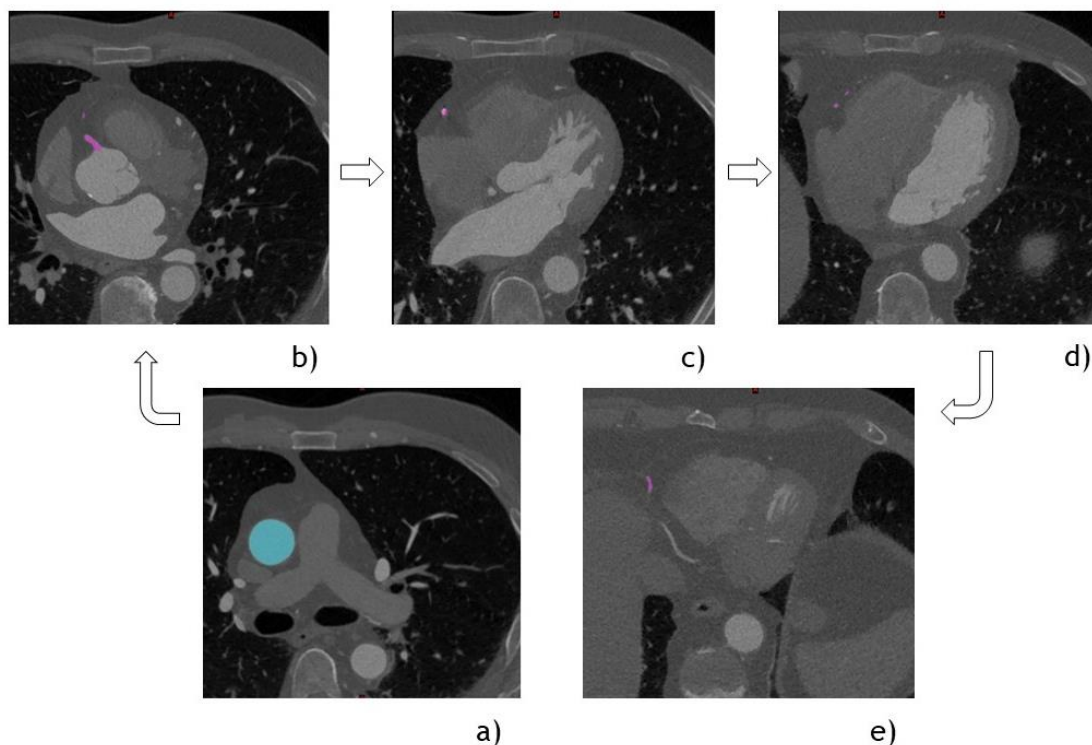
Seleção manual, através de imagens TC da artéria coronária direita do Paciente 1, da: a) aorta, b) ramo ventricular direito, c) calcificação, d) ramo agudo marginal, e) ramo descendente posterior e ramo posterolateral.
